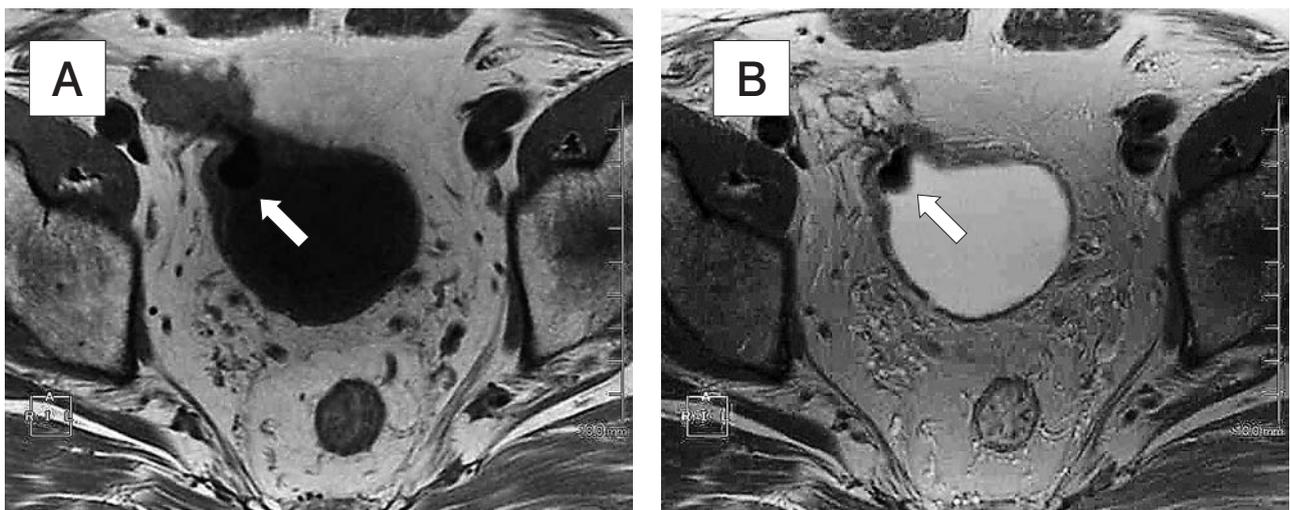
MRI (A:T1強調画像, B:T2強調画像)
